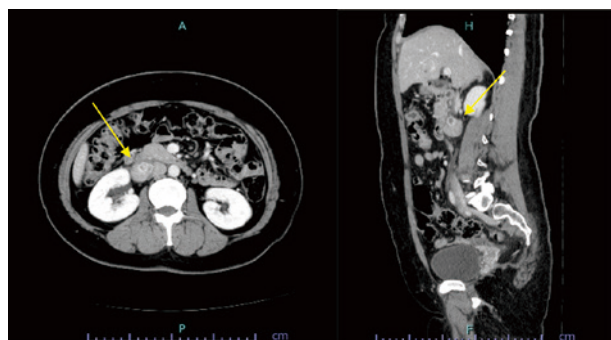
腹部造影 CT (左：軸位断、右：矢状断)：後腹膜（臍頭部背側、下大静脈の近傍）に 24 mm 大の腫瘤を認めた（矢印）。乳がんの転移を否定を要し、消化器内科に精査を依頼した。
